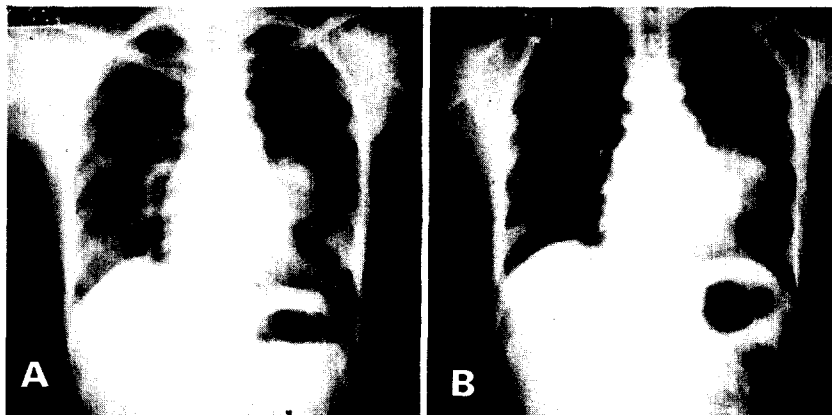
A. Chest simple X-ray showed a 5×6cm sized radiopaque mass density in the left hilar resion.
